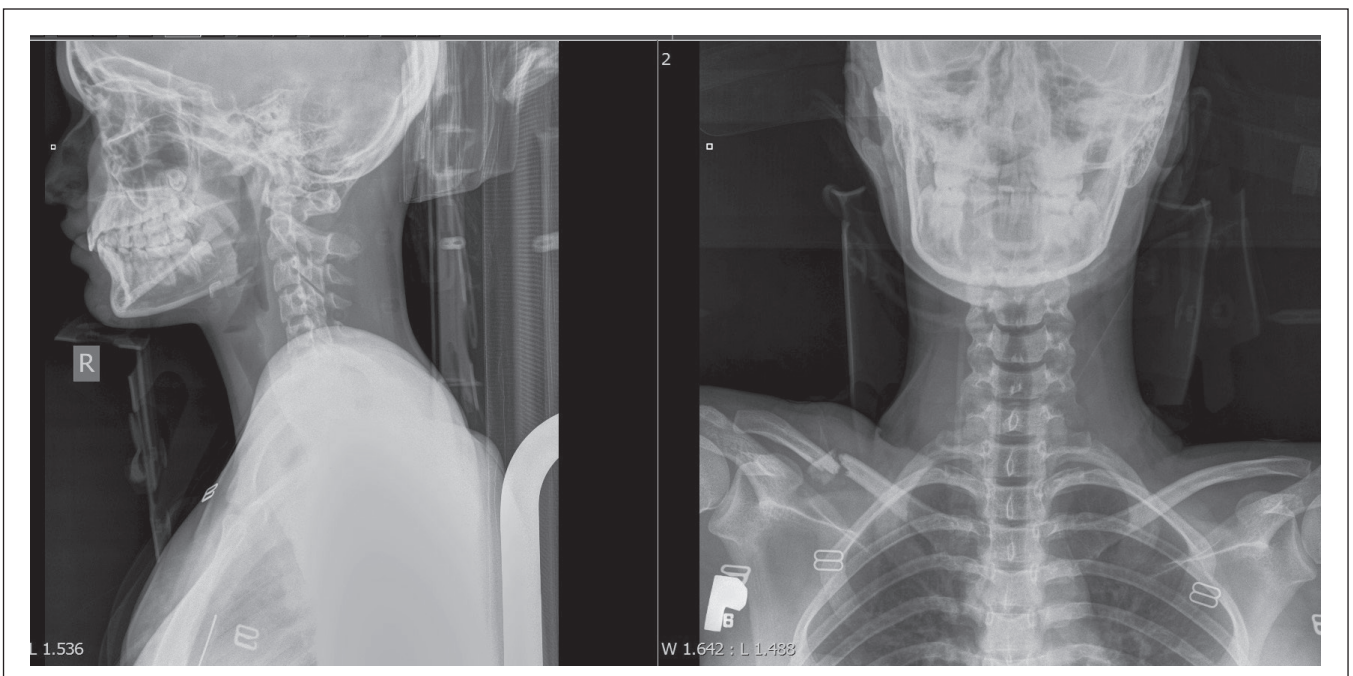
X-ray of the skull and clavicles.
